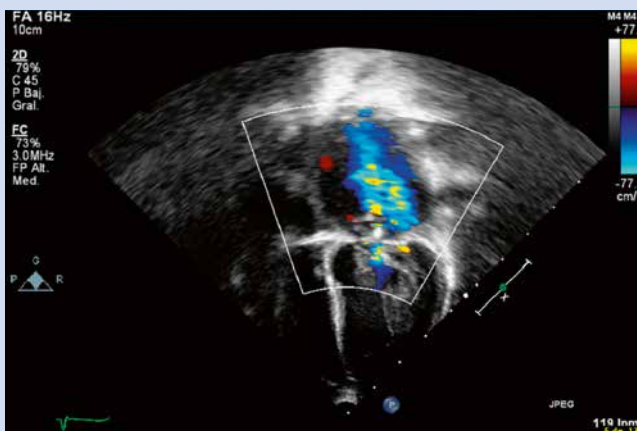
Ecocardiograma tras plastia mitral.
